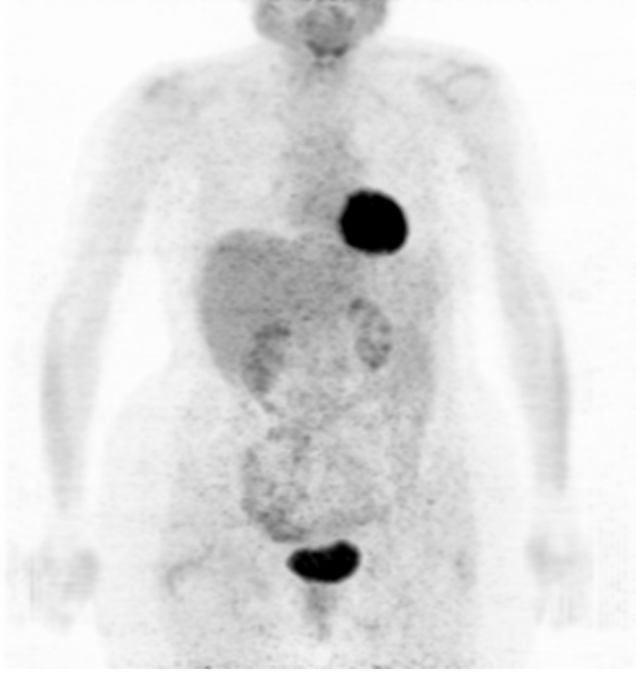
Normal koronal kesit F-18 FDG PET/CT görünümü. A, ham PET görüntüsü. B, CT görüntüsü. C, F-18 FDG PET/CT füzyon görüntüsü.
